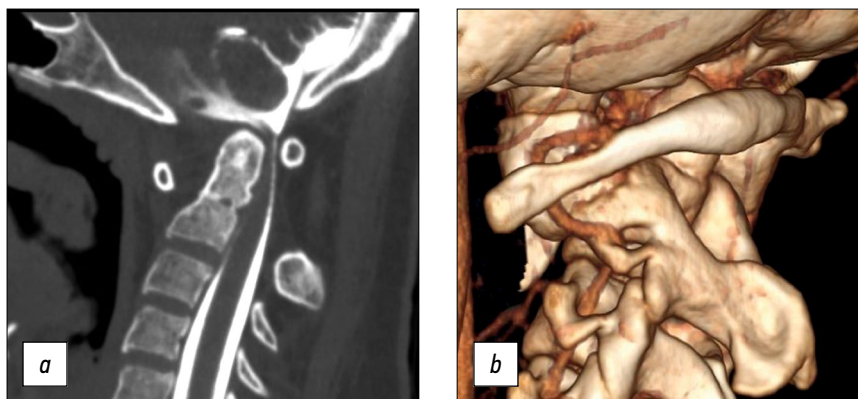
Данные КТ-миело- и ангиографии: *a* — сагиттальный срез КТ-миелографии, *b* — 3D-реконструкция КТ-ангиографии. КТ — компьютерная томография.
